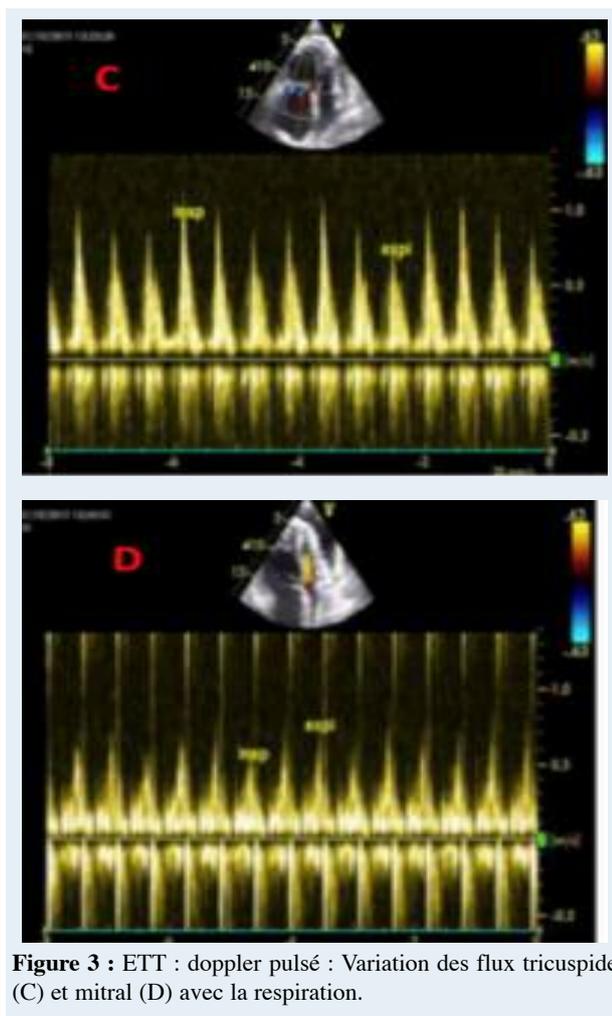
ETT : doppler pulsé : Variation des flux tricuspide (C) et mitral (D) avec la respiration.
